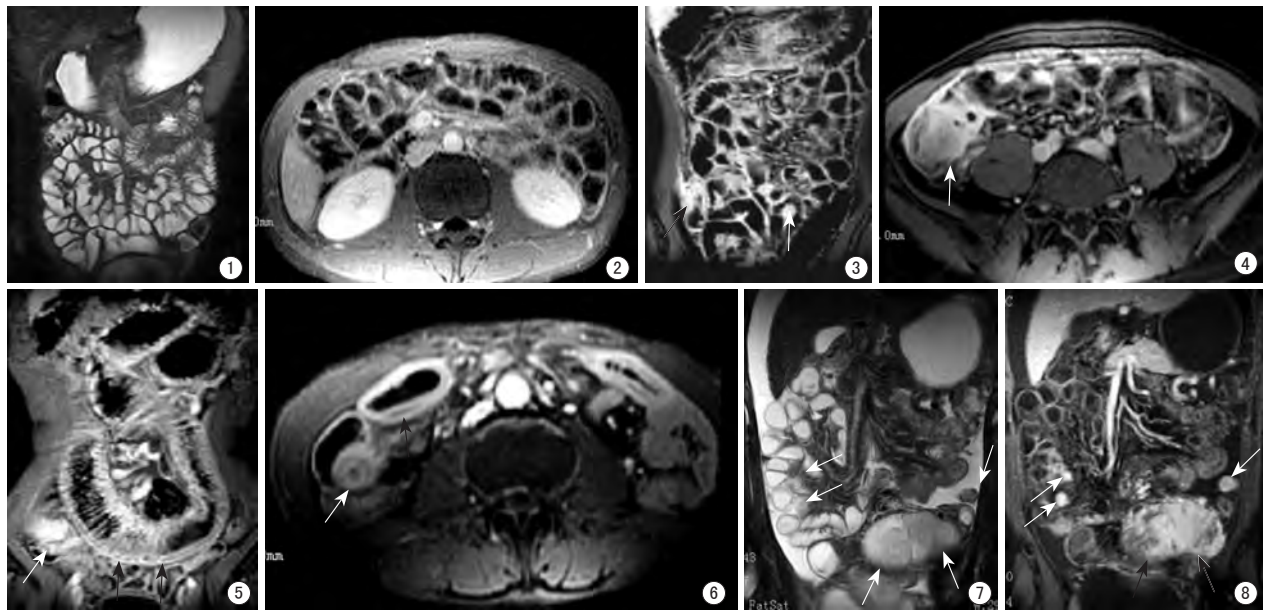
2 MR小肠造影正常图像。图1为冠状面SSFSE序列T2WI, 示肠道内对比剂呈显著高信号, 类似于X线钡剂造影, 肠壁呈菲薄的中等信号, 左上腹空肠黏膜皱襞清楚, 下腹部回肠肠管光整。图2为横断面T1WI增强扫描, 肠腔对比剂呈低信号, 肠壁菲薄呈中等强化。图3, 4 回肠Crohn病增强扫描。图3为冠状面, 示回肠末端肠壁明显增厚、强化增加(黑箭), 肠系膜多发淋巴结肿大(白箭)。图4为横断面, 示回盲部肠壁增厚, 可见炎性肿块及周围强化的蜂窝织炎(白箭)。图5, 6 回肠Crohn病伴肠梗阻T1WI增强扫描, 图5为冠状面, 示一肠袢扩张, 肠壁增厚呈分层强化(黑箭)及远端肠管周围的蜂窝织炎明显强化, 边缘模糊(白箭)。图6为横断面, 示多个节段肠壁增厚, 分层强化(黑箭), 右下腹肠腔狭窄为梗阻部位(白箭)。图7, 8 小肠多发间质瘤, 图7为T2WI, 示多发大小不等的GIST呈等、高信号, 边缘光滑(白箭)。图8为T1WI增强, 示多发GIST明显强化, 较小者强化均匀(白箭), 下腹较大者可见液化坏死区(黑箭)。
